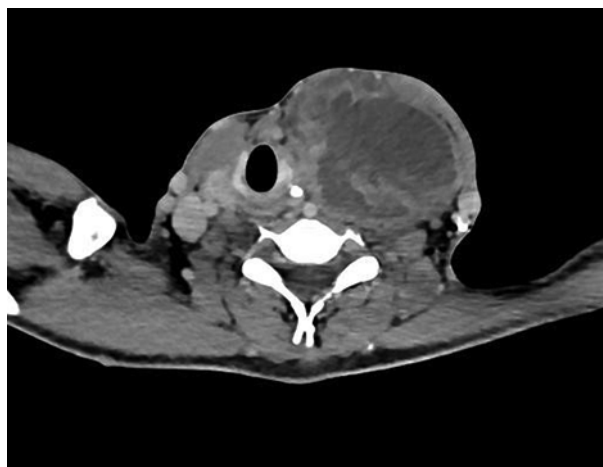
CT imaging showed the left thyroid mass without infiltration of blood vessels
